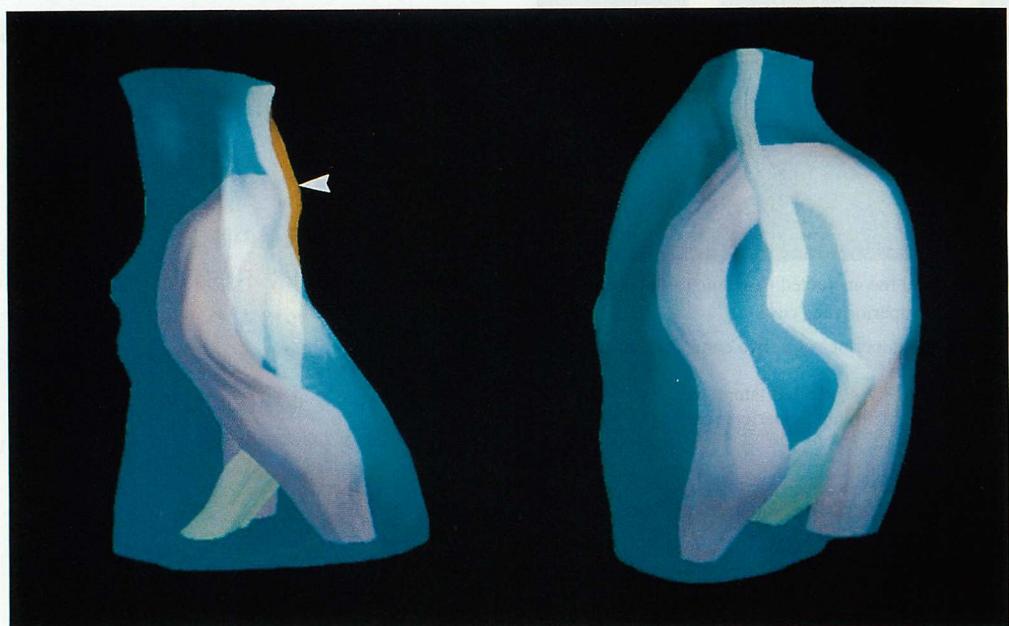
Three-dimensional reconstructed magnetic resonance imaging of persistent left superior vena cava and aorta with transparent mediastinal image
